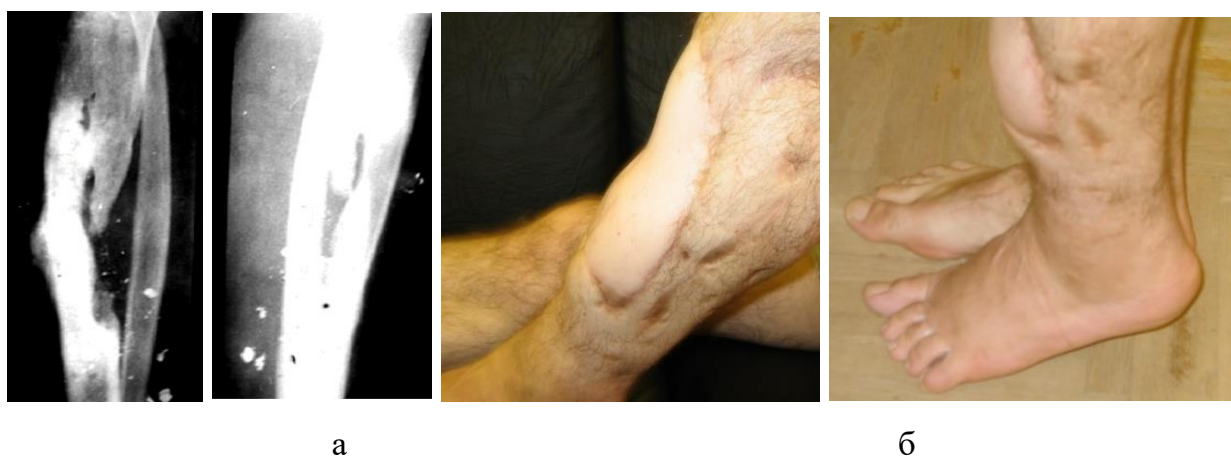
Раненый С., а – рентгенография костей голени через год после пластики дефекта большеберцовой кости, б - вид нижних конечностей
